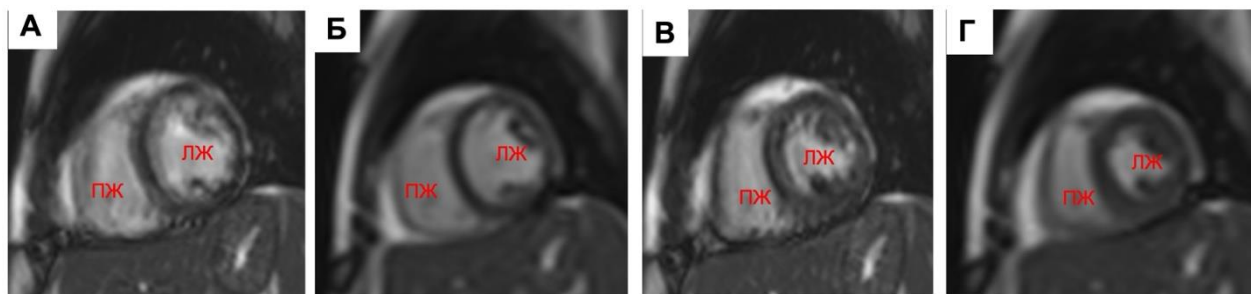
Кино-МРТ, короткая ось на среднем уровне, пациент с аритмией во время исследования. Пациентка с ЖТ и ЧСС 68 уд / мин: А – последовательность SSFP, диастола; Б – последовательность «Real-Time», диастола; В - последовательность SSFP, систола; Г – последовательность «Real-Time», систола. В отличие от последовательности «Real-Time», на последовательности SSFP визуализируются артефакты от нарушения ритма, затрудняющие четко идентифицировать эндо-контур ЛЖ.
